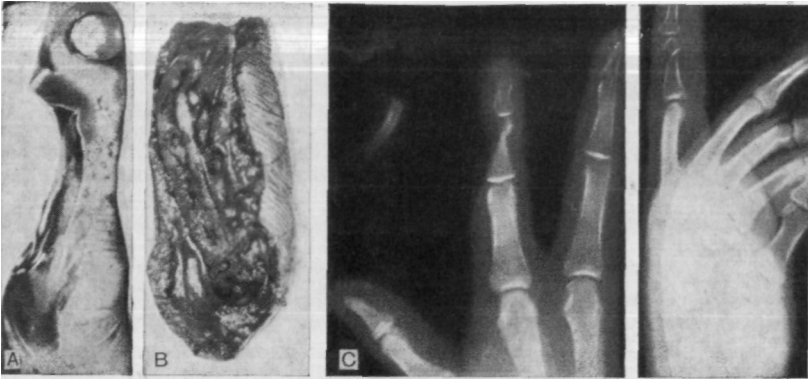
18А. Травма пилой лучевой стороны II пальца правой кисти. В. Взятый для замещения сегмент содержит кость, пальцевую артерию, перв и тыльную вену. С. Пред- и послеоперационные рентгенограммы, показывающие первичный дефект в кости и его замещение в удовлетворительном положении.
